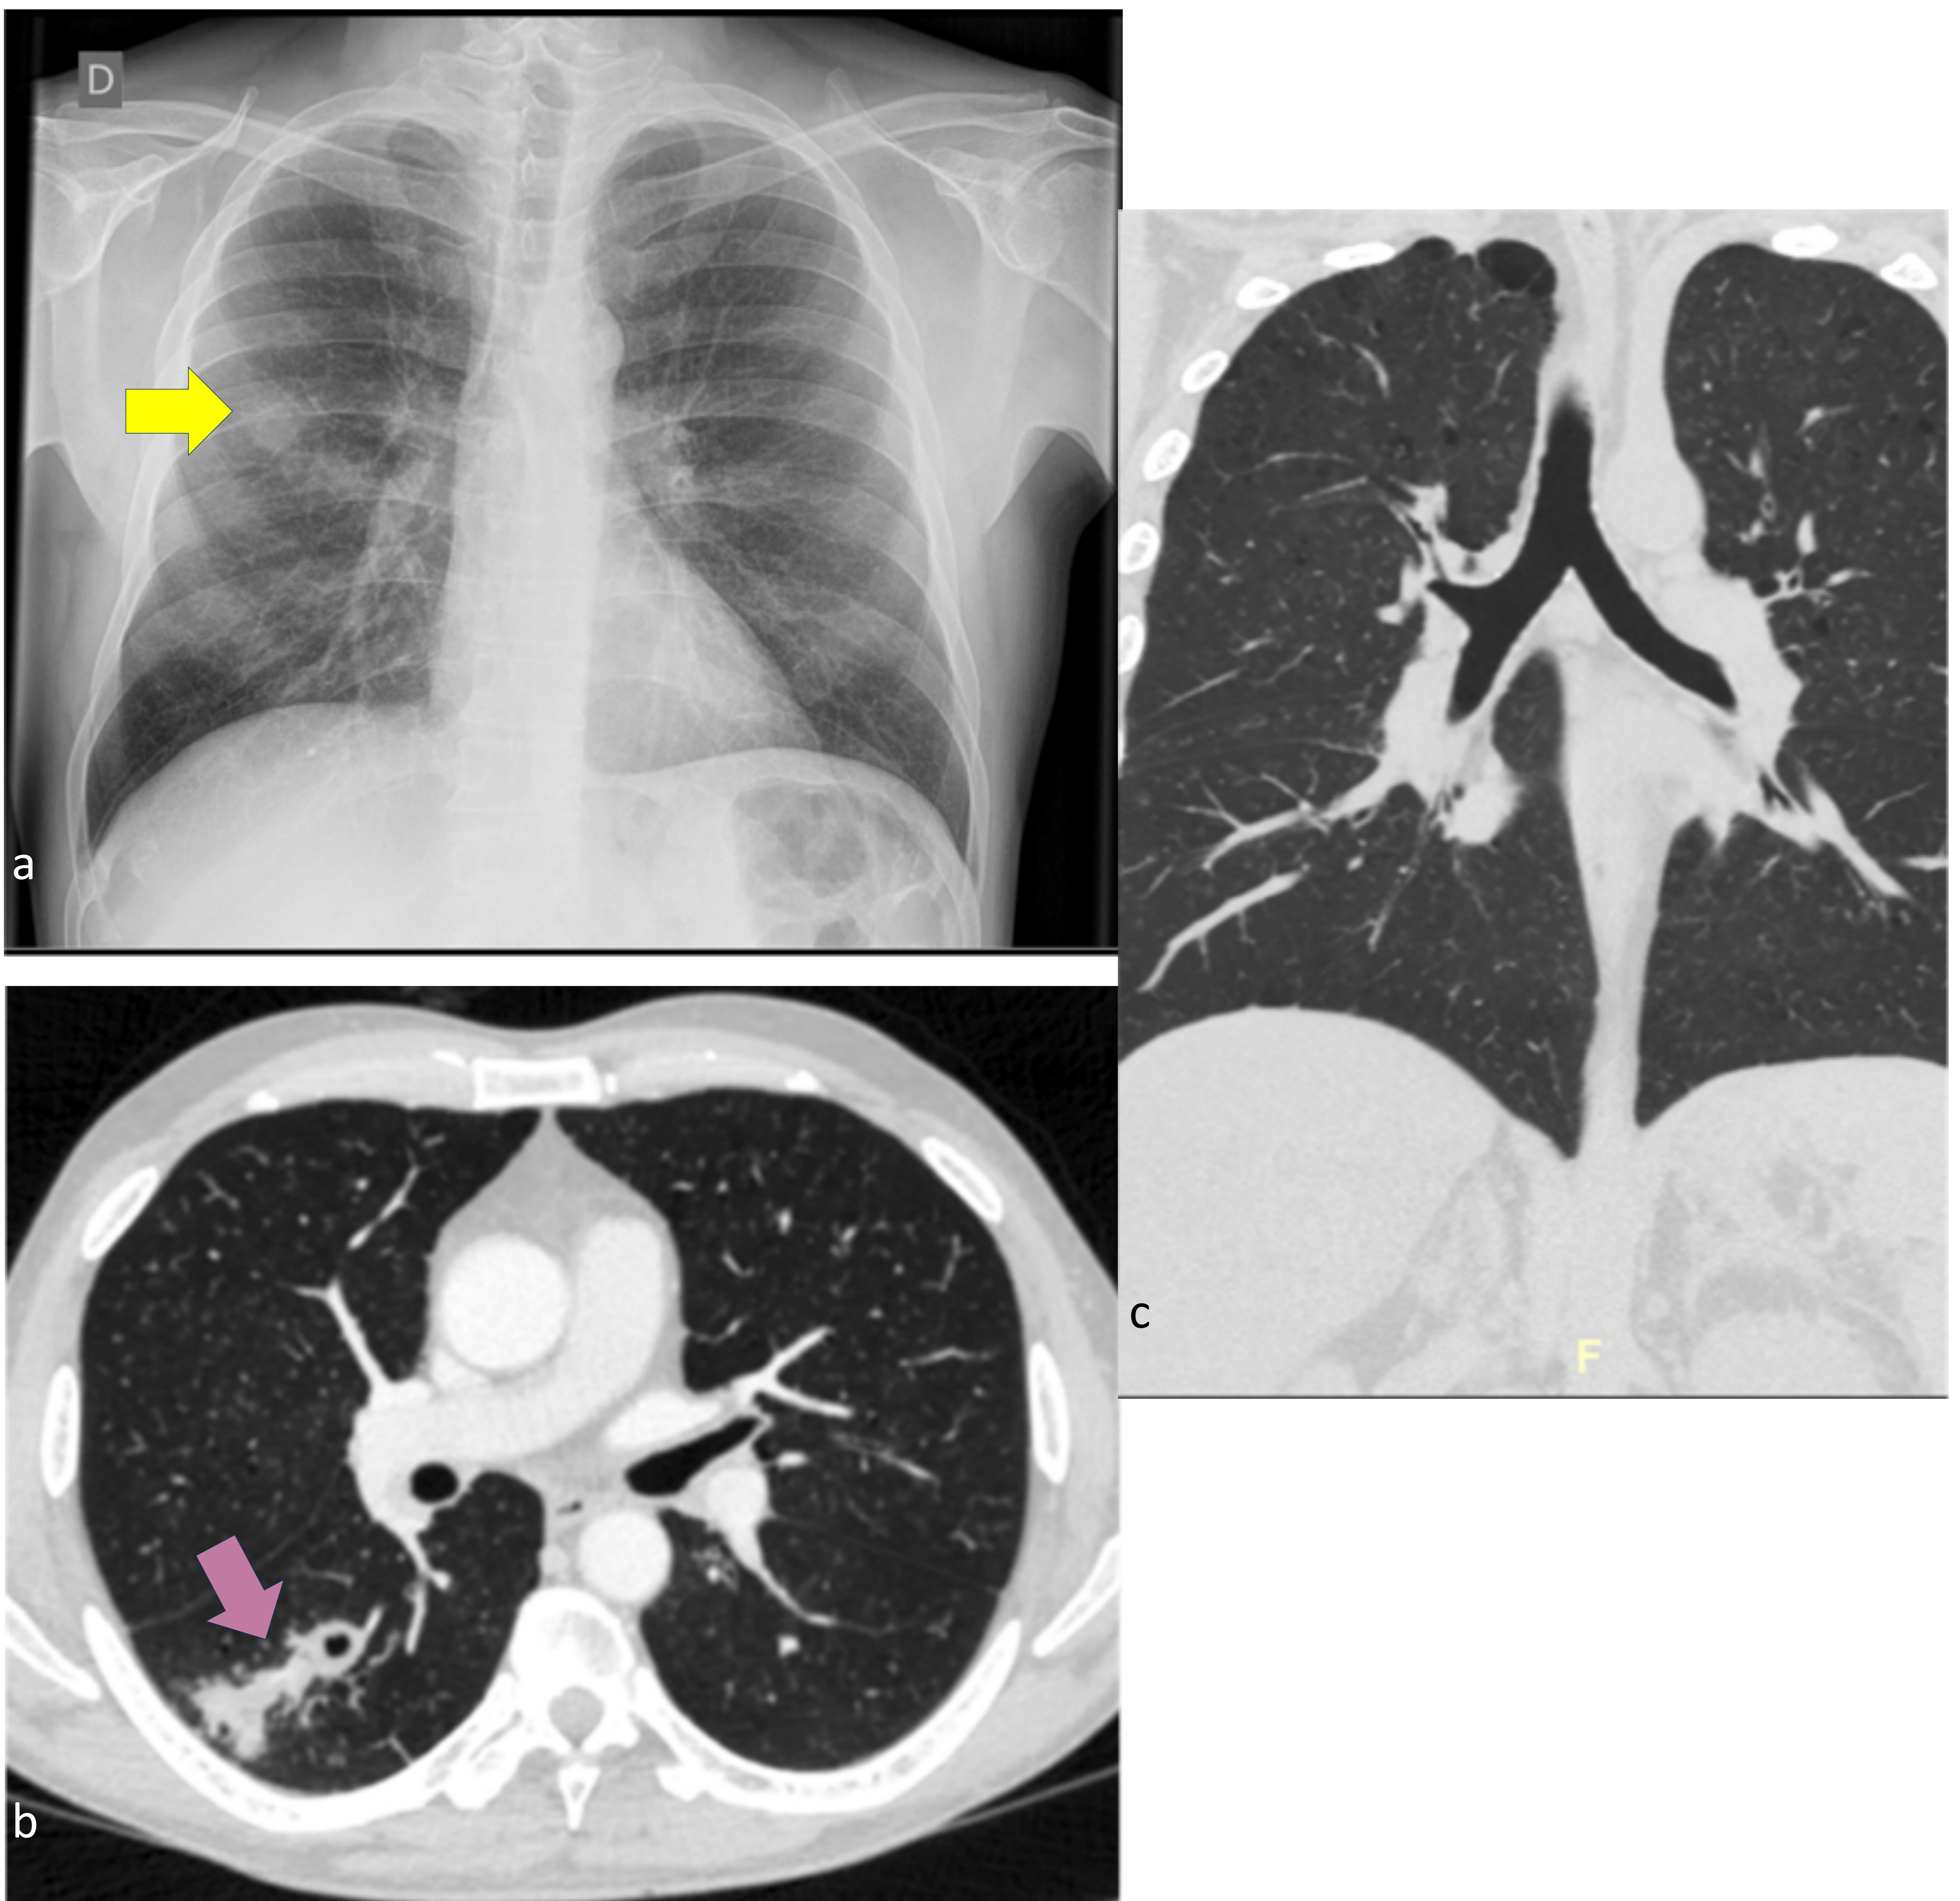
Varón de 43 años con tos y expectoración de un mes de evolución. (a) Rx PA: nódulo en lóbulo superior derecho sospechoso de neoplasia (flecha amarilla). (b, c) TC axial y coronal: consolidación irregular en lóbulo inferior derecho con un nódulo cavitado (flecha violeta). No se demuestra estenosis bronquial significativa.
